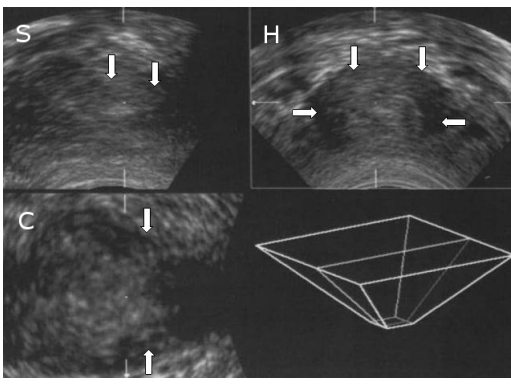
transvaginale 3D-Sonographie einer Patientin nach Therapie (S = Sagittalebene, T = Transversalebene, C = Coronarebene). Der postoperativ deutlich dickere und stärkere Rhabdosphinkter ist mit Pfeilen markiert.
